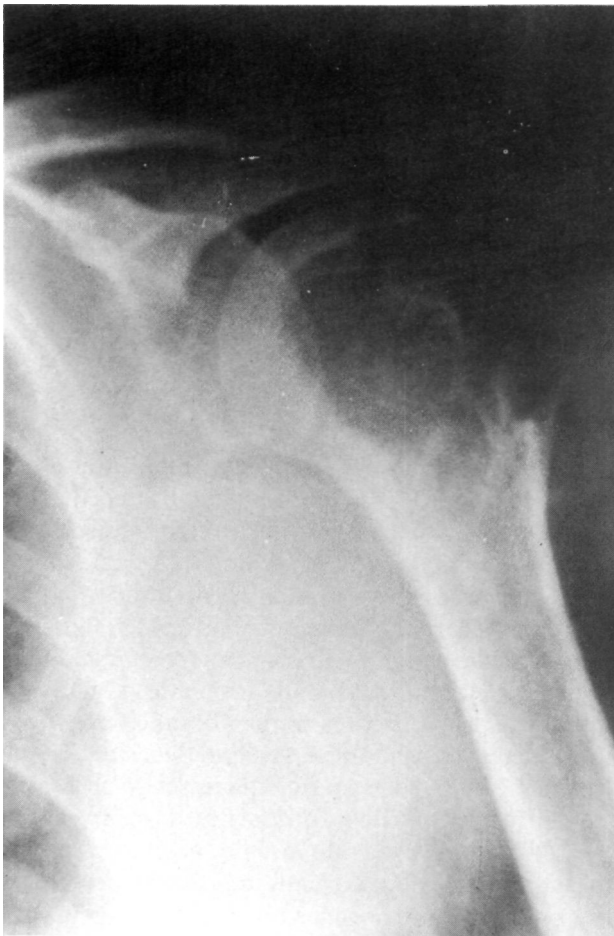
Imagen del tumor en la radiografía simple, apareciendo como una lesión expansiva, con finas trabeculaciones óseas en su interior, que ocupa la epífisis proximal del húmero.
